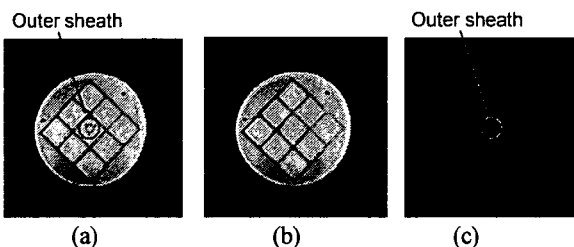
Measurement result about MRI image distortion: a) the image with outer sheath. b) the image only phantom. c) subtraction (a)-(b)
